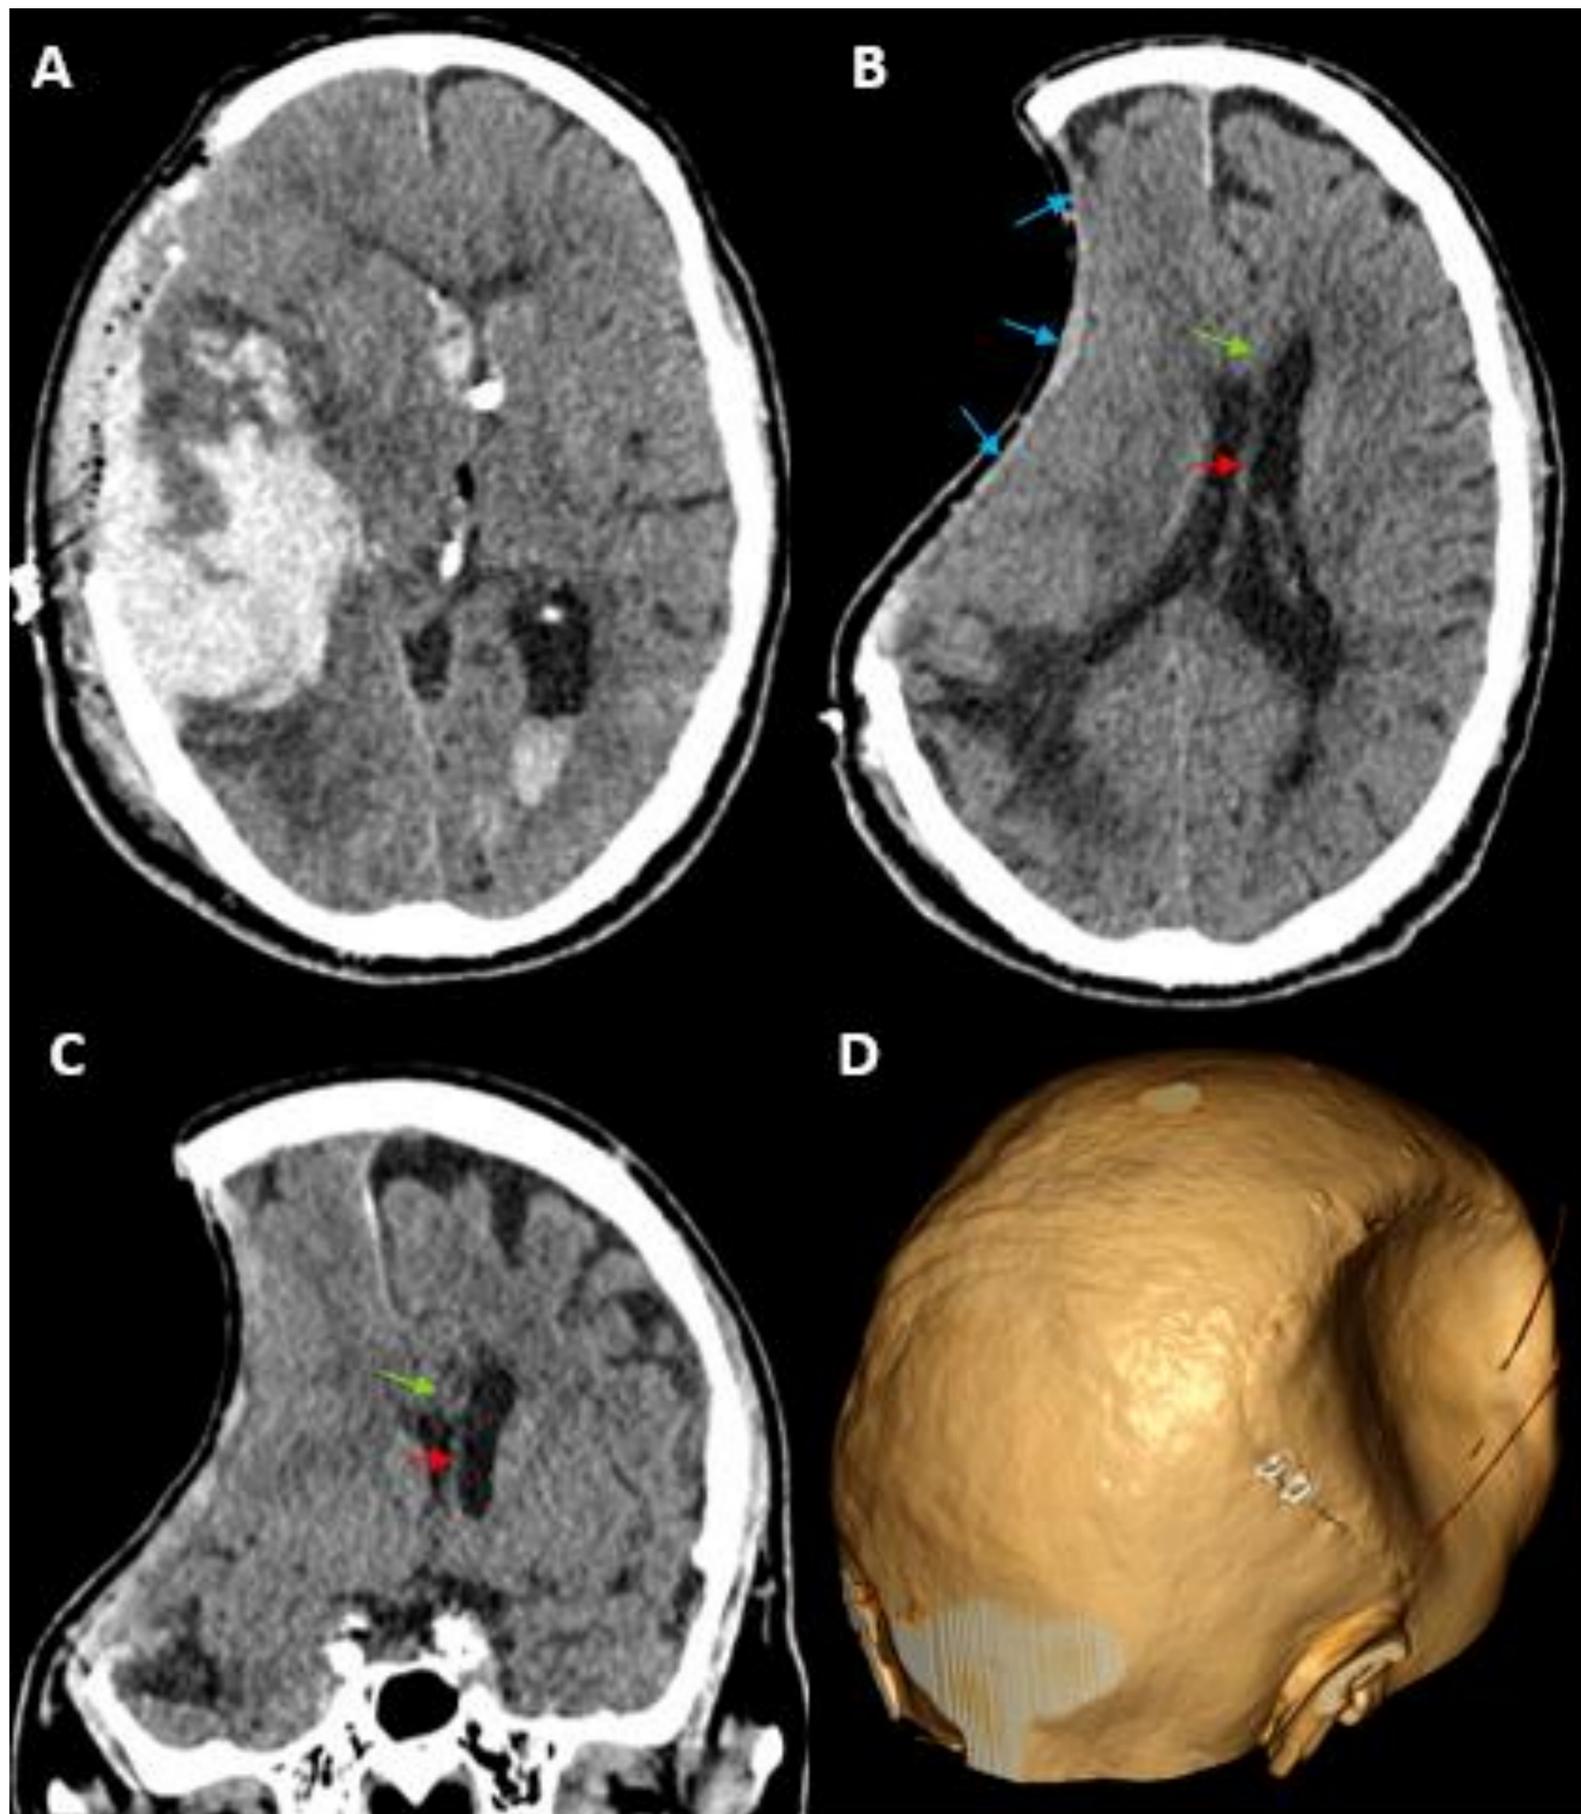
A. TC craneal en cortes axiales. Varón de 75 años de edad con antecedente de angiopatía amiloide y hematoma intraparenquimatoso lobar frontotemporal derecho, con apertura al sistema ventricular, tratado mediante una craniectomía descompresiva. B y C. Complejo meningogaleal cubriendo el defecto óseo (flechas azules), con morfología cóncava. Herniación paradójica con invaginación del complejo meningogaleal (flechas azules), lo que condiciona efecto de masa con obliteración de los surcos del parénquima cerebral adyacente, colapso parcial del ventrículo lateral ipsilateral, desplazamiento de la línea media (flecha roja) y herniación subfalcina hacia la izquierda (flecha verde). D. Reconstrucción volumétrica 3D que demuestra la concavidad del colgajo cutáneo en gran parte de la region frontotemporal derecha.
